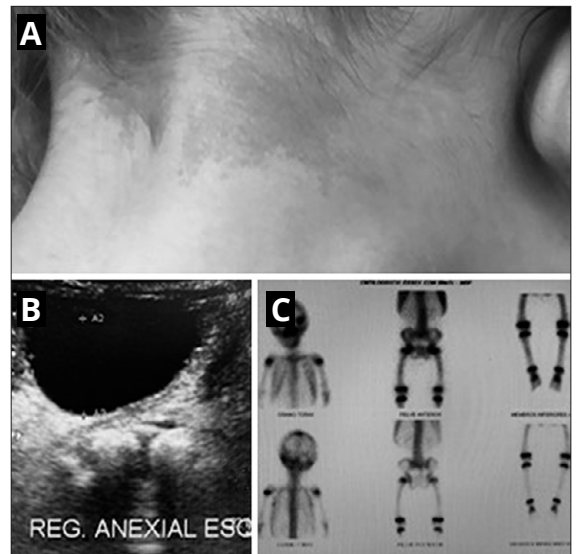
A) Mancha cutánea café con leche en la región cervical posterior. B) Ecografía pelviana con ovario derecho con quiste simple de 3.4 x 3.0 x 1.8 cm. C) Tomografía de cráneo con displasia ósea acometiendo la cavidad esfenoidal y frontal a la derecha, con compromiso del canal óptico derecho.
